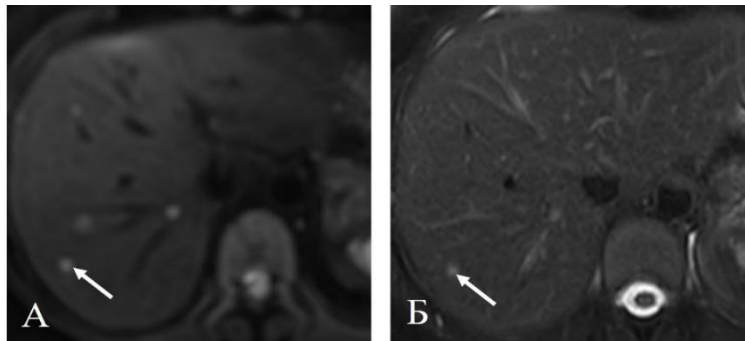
Пациентка 50 л. с вторичными новообразованиями при раке молочной железы. На диффузионно-взвешенной МРТ (А) – множественные очаги до 0,5см диаметром, из которых на Т2ВИ с жироподавлением (Б) виден только один (стрелка)
